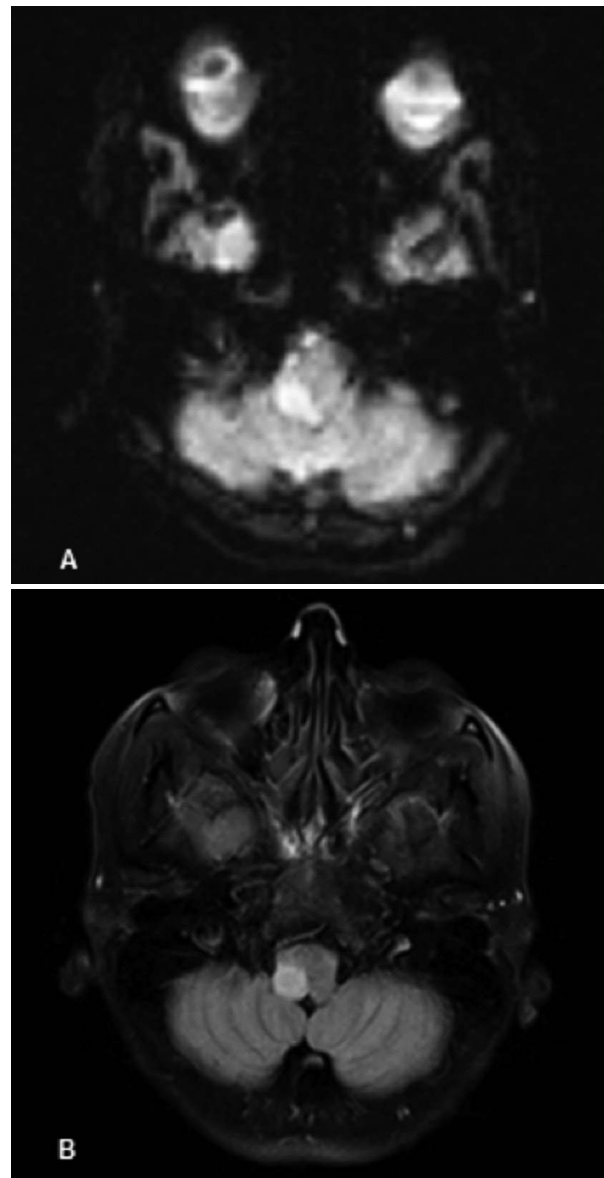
A) Secuencia FLAIR en corte axial, mostrando área hiperintensa en región medular lateral derecha. B) Secuencia de difusión mostrando área de isquemia en región medular lateral derecha.
